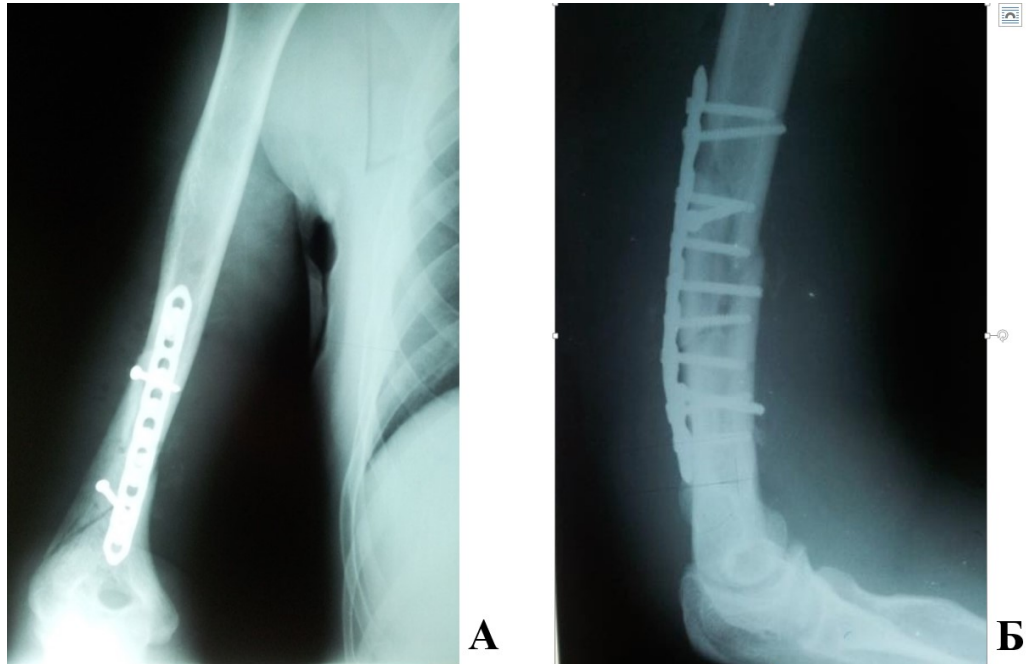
Рентгенограммы пациента З., 42 лет, и/б 22202-13. А – прямая проекция, Б – боковая проекция. Выполнен остеосинтез правой плечевой кости винтами и пластиной
